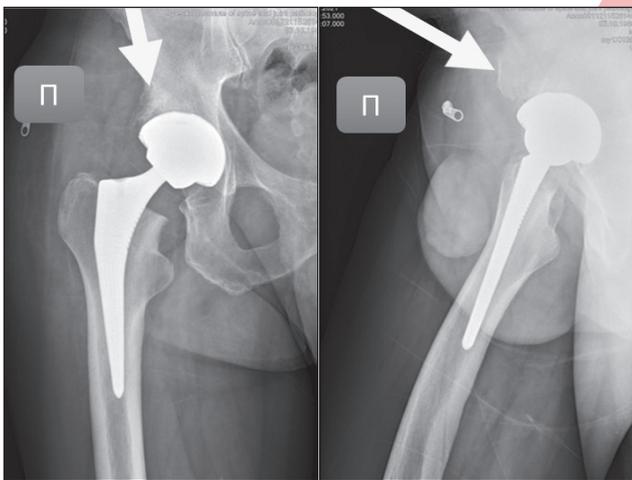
Фотовідбитки рентгенограми правого кульшового суглоба на 30-ту добу після ендпротезування та пластики кісткового дефекту
